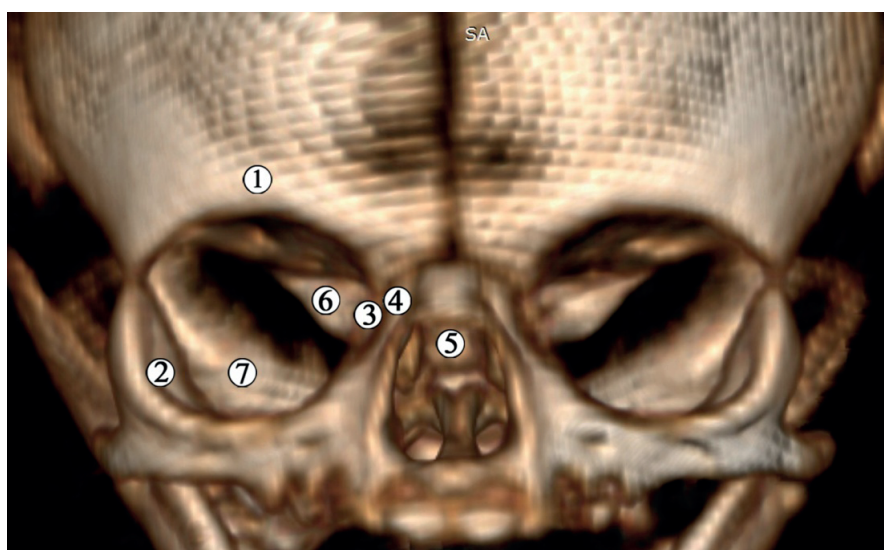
Комп'ютерна томограма голови 6-місячного плода людини (200,0 мм ТКД). Передня проекція. Зб. 3х: 1 – лобова кістка; 2 – вилична кістка; 3 – решітчаста кістка; 4 – лобовий відросток верхньої щелепи; 5 – тіло клиноподібної кістки; 6 – мале крило клиноподібної кістки; 7 – велике крило клиноподібної кістки
